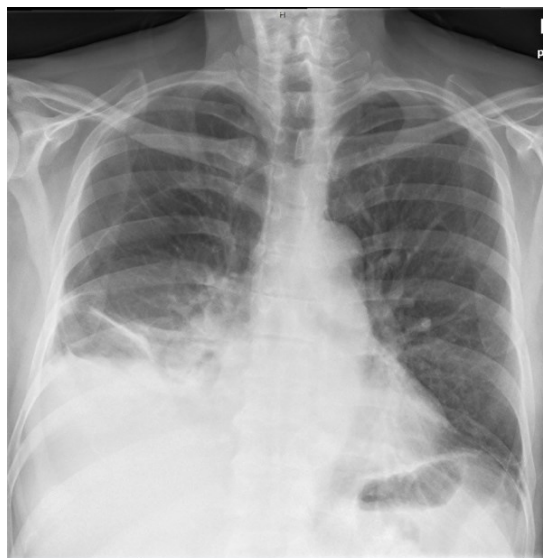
Röntgenbild eines Empyems Stadium 3, rechts
